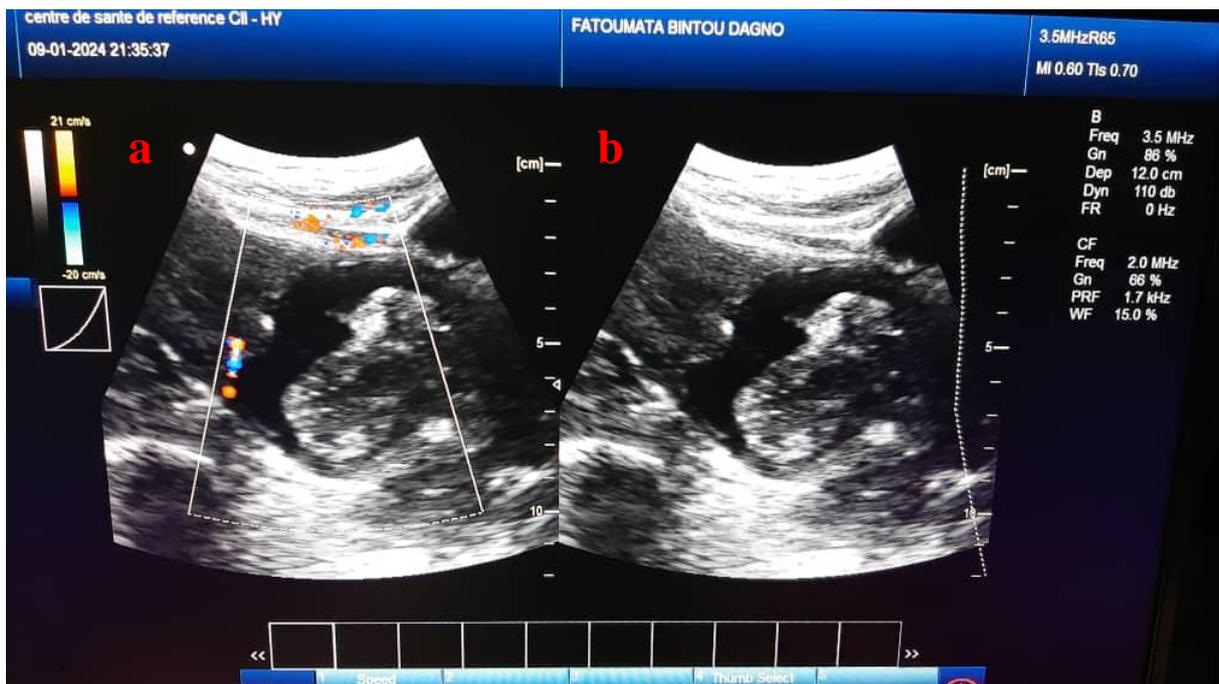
Coupe sagittale échographique
